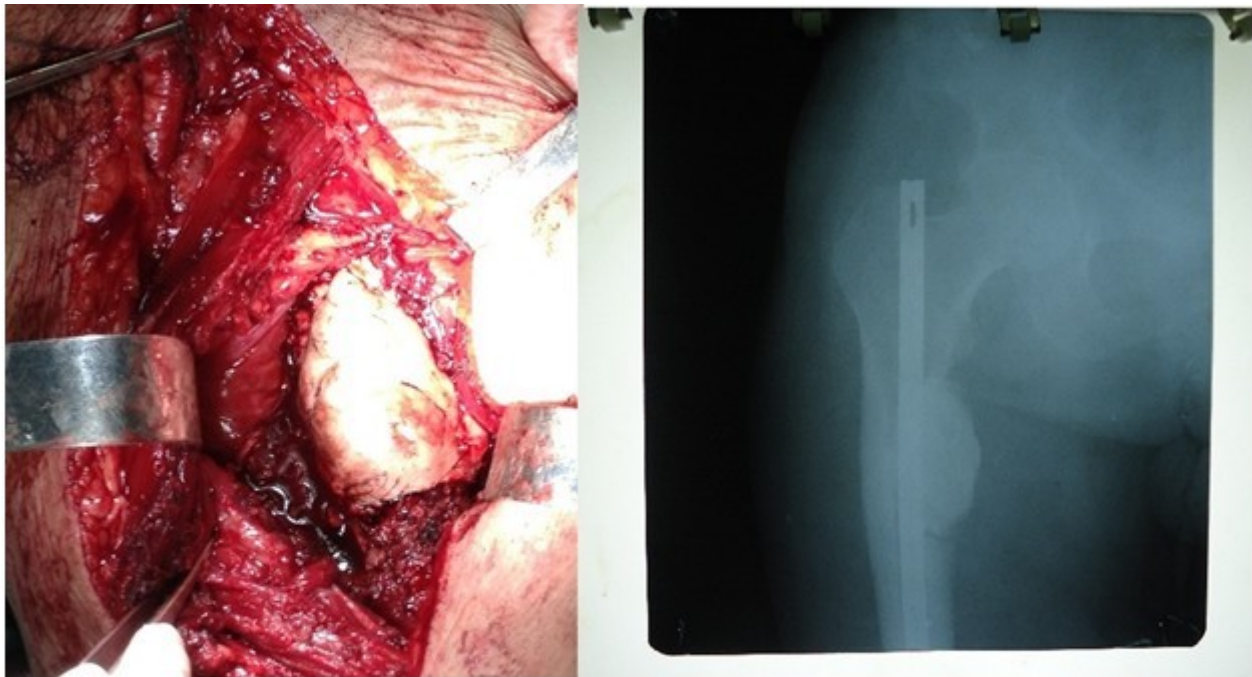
A la izquierda: imagen trans-operatoria donde se observa la colocación de cemento óseo en la zona de resección tumoral. A la derecha: observe radiografía simple anteroposterior del fémur derecho donde se detecta relleno de la cavidad con cemento óseo y colocación de clavo intramedular tipo Kúnstcher.
